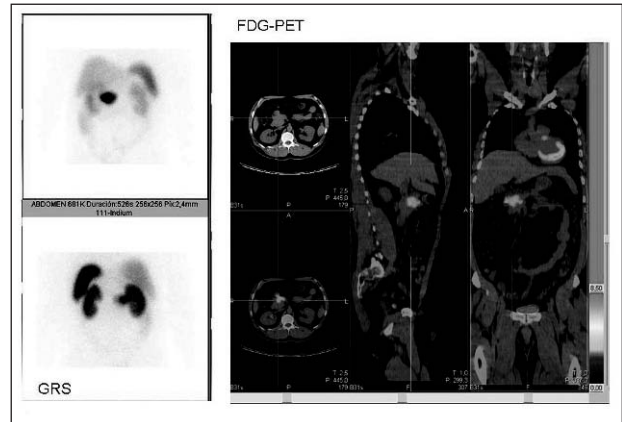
Estudio con gammagrafía de receptores de somatostatina (GRS) y tomografía por emisión de positrones con fluorodeoxiglucosa (FDG-PET) en tumor neuroendocrino de cabeza de páncreas. Por cortesía de la Dra. L. García Cañamaque, del Servicio de Medicina Nuclear, Hospital Madrid Norte, Sanchinarro.
